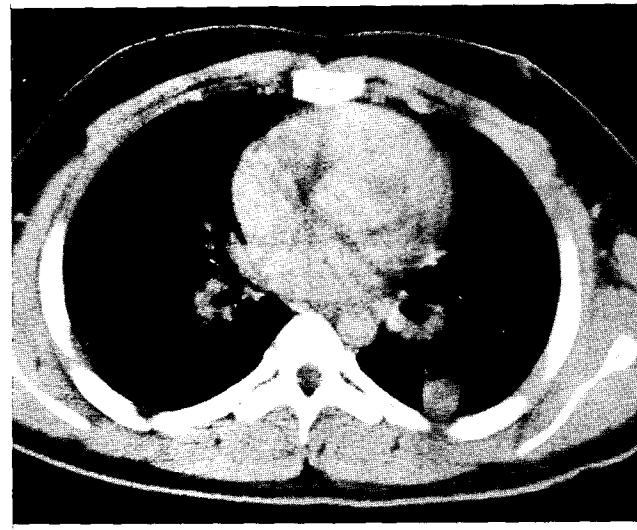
Chest CT film revealing a 3x3 cm sized homogenous density with a relatively clear margin in the superior segment of the left lower lobe. There was no evidence of parenchymal involvement and compression atelectasis of surrounding lung
